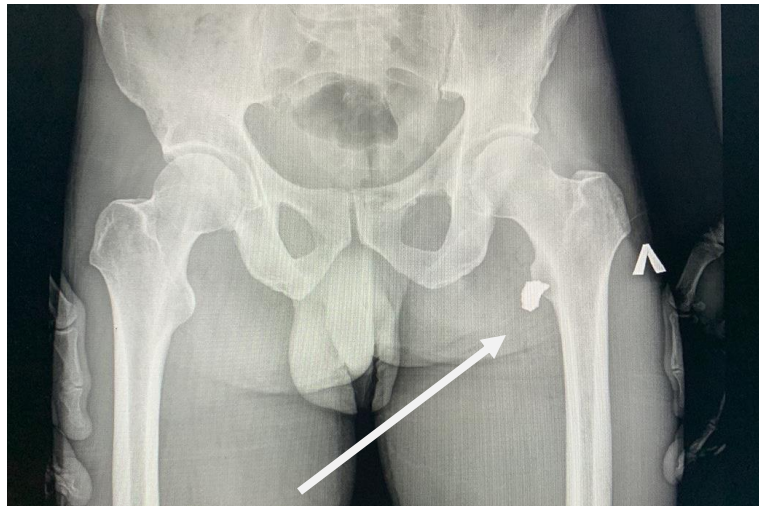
Рентгенологічне дослідження таза у прямій проекції (стороннє тіло – стрілка)
